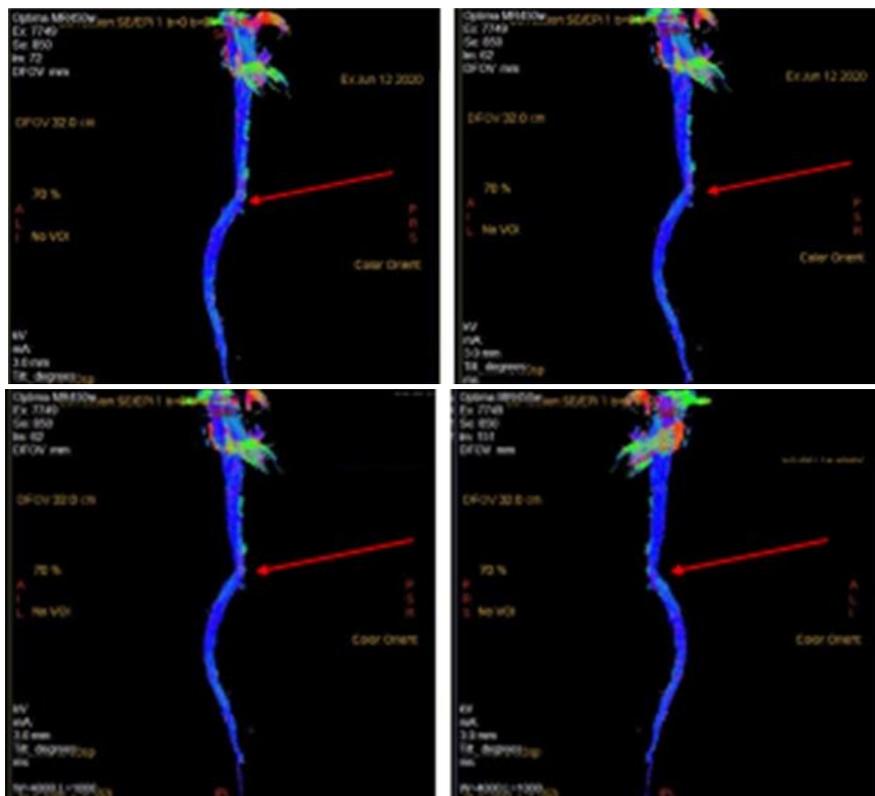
Пациент Д., 12 июня 2020 г. Магнитно-резонансная томография (трехмерная МР-трактография) выявляет признаки разрыва, смещения, деформации и истончения спинномозговых путей в области VC4-5.
